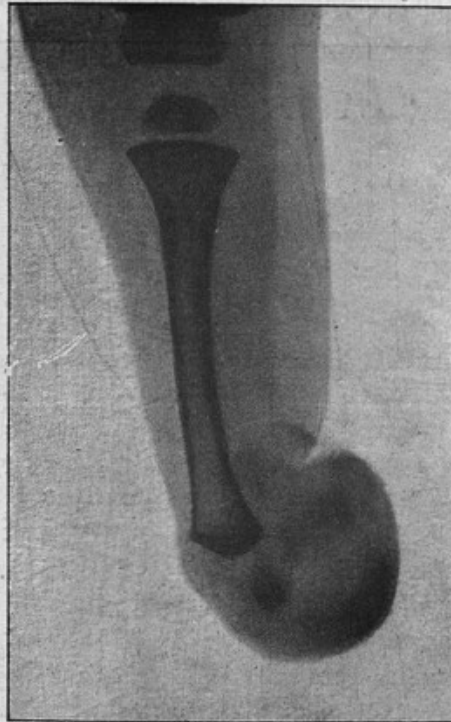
Absence congénitale du péroné. Radiographie avant l'intervention.
